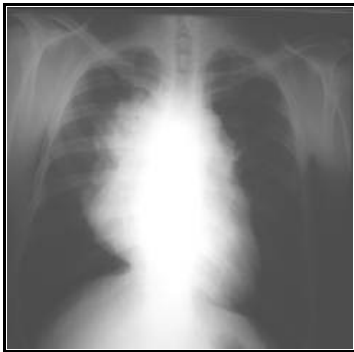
Radiografía posteroanterior de tórax; muestra ensanchamiento del mediastino.
